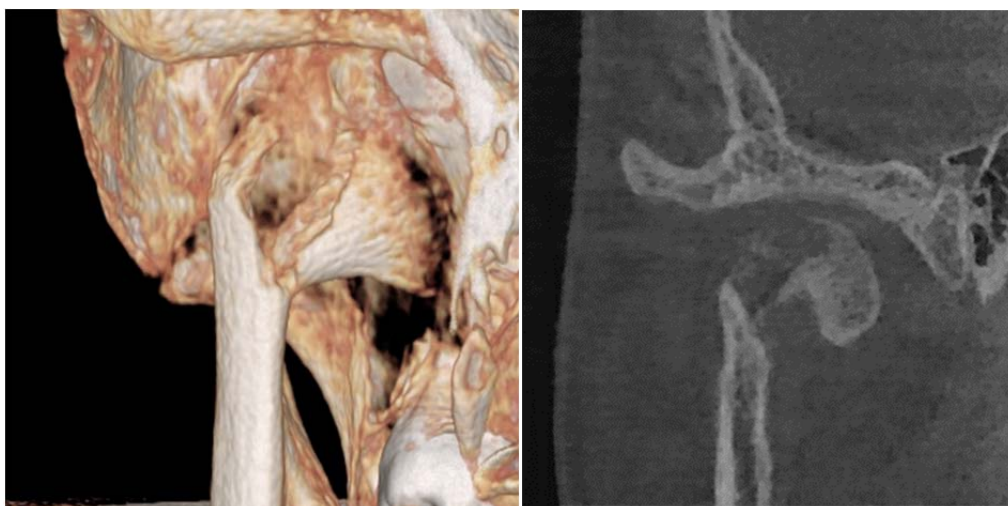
томография ВНЧС 3Д. Диагноз: Перелом мыщелкового отростка нижней челюсти с вывихом внутри суставной капсулы мыщелка.
